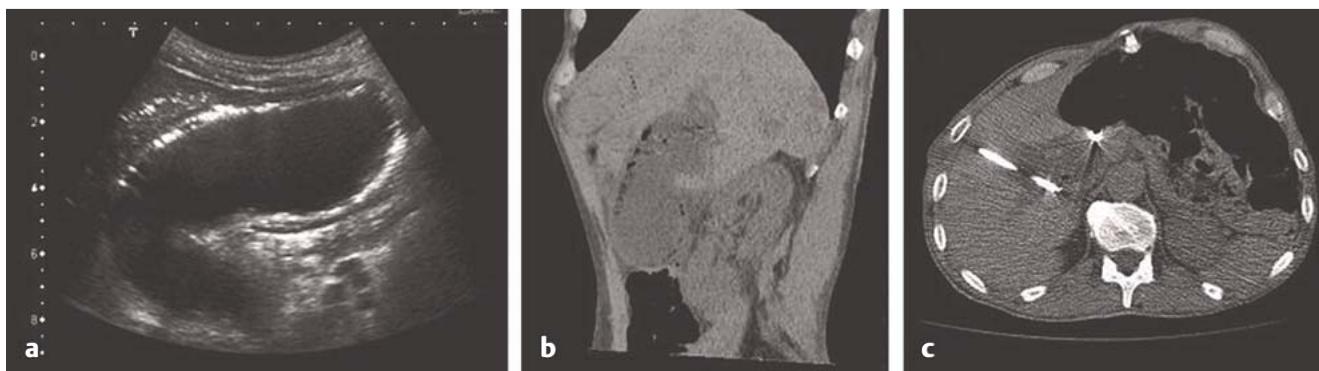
Sonografie (a) und CT (b) am 1. postinterventionellen Tag: Gangränös veränderte Gallenblasenwand mit diffusen intramuralen Luft einschüssen. c CT-gestützte transhepatische Drainageanlage.
